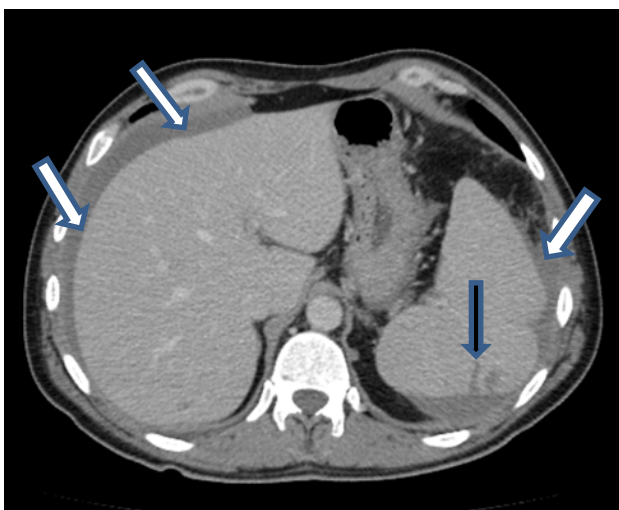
Axial view of CT; free fluid around the spleen and liver (white arrows), areas consistent with linear infarct in the spleen (black arrow).
